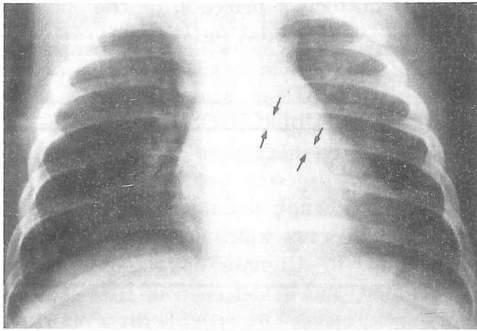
Radiografía de tórax, en la que se aprecia un discreto estrechamiento y alargamiento del bronquio principal izquierdo (flechas)
